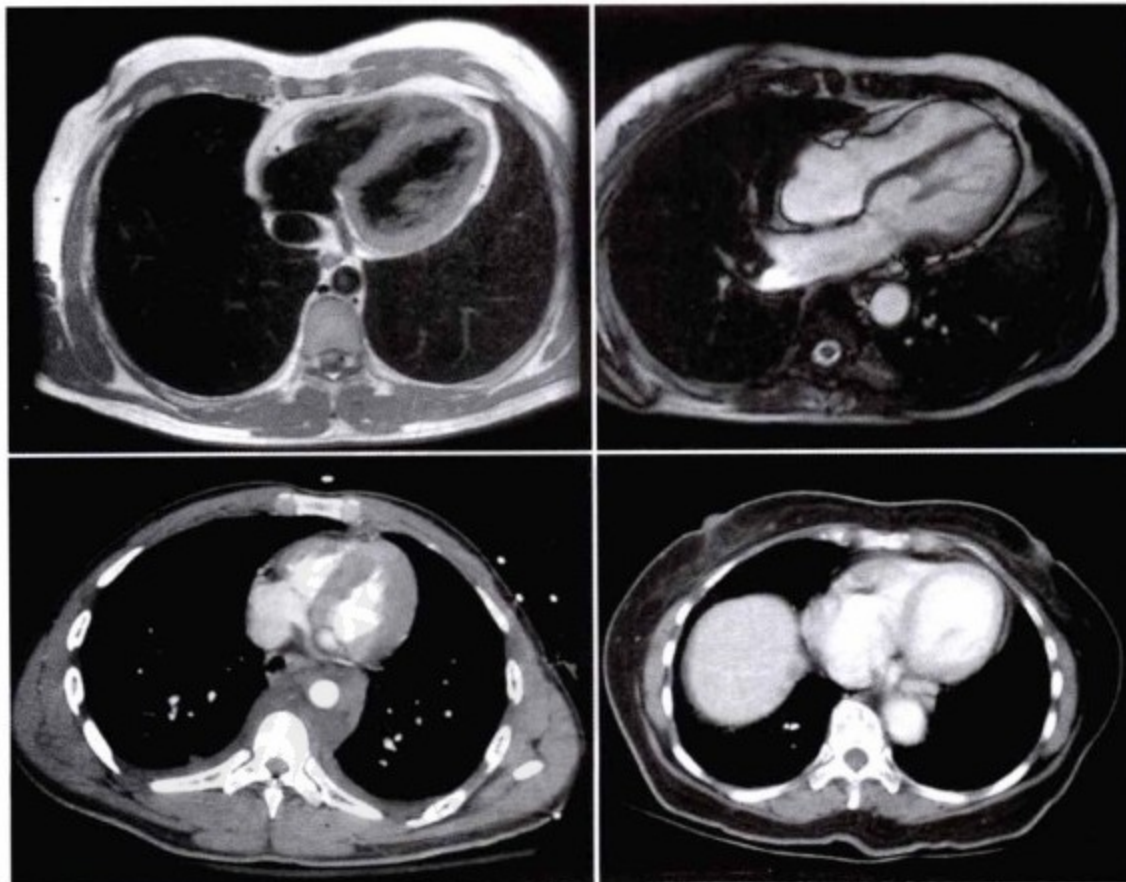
左上图,  $T_1$ 加权自旋回波CMR图像。壁层心包显示清楚。右上图,同一CMR SSFR序列。脏层心包显示良好,但不如黑血  $T_1$ 图像。下图,CT,心包内外脂肪为低密度。CT对心包的显示远不如CMR,但也能显示。
